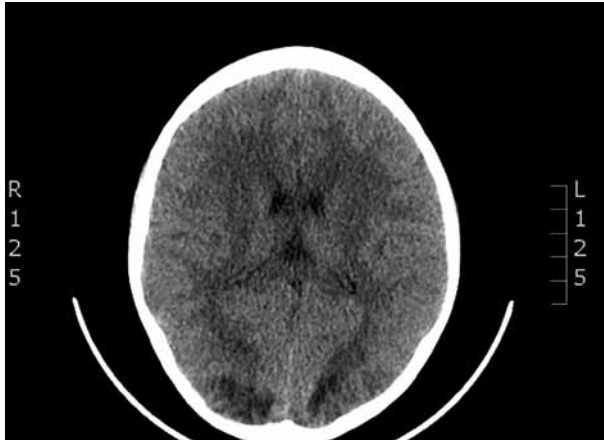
TAC de cerebro: Hipodensidades subcorticales occipitales bilaterales, a predominio derecho.
